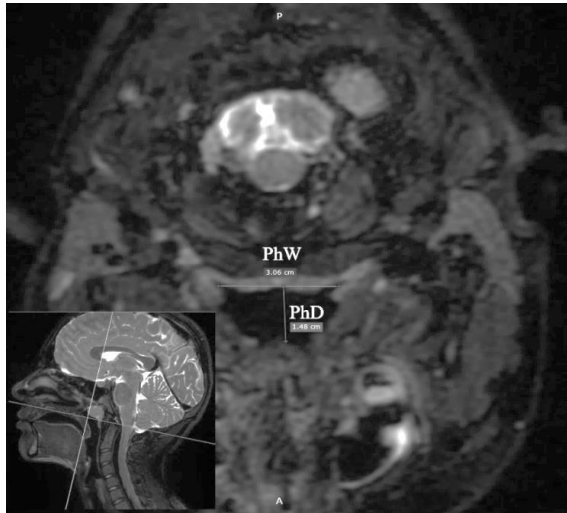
МРТ дослідження в режимі Т1 для оцінки ВФК
